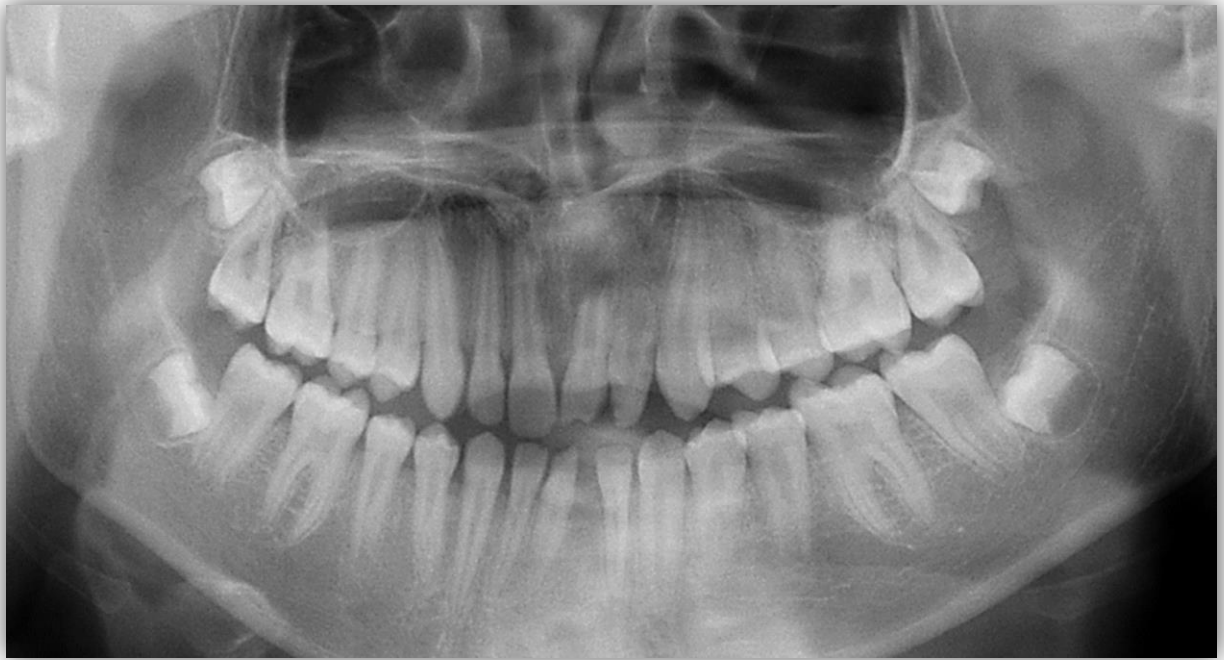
Ortopantomografía.⁶
